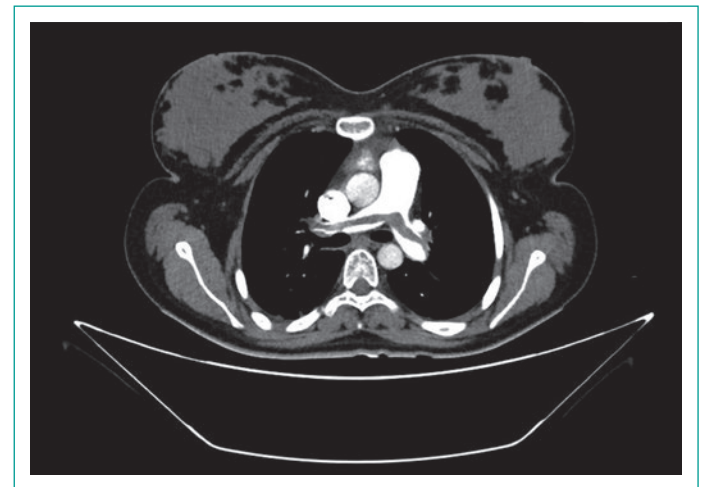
Angiotomografía de tórax que muestra tromboembolia pulmonar bilateral, caso incluido en el estudio.
